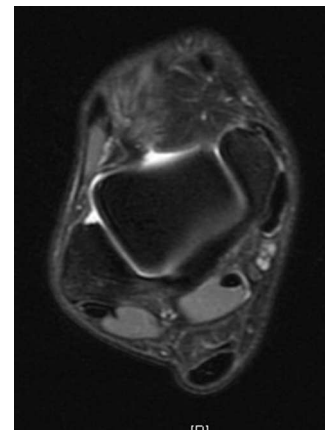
Imagen axial de RMN en T2 donde se aprecia la avulsión ósea en maléolo tibial.
